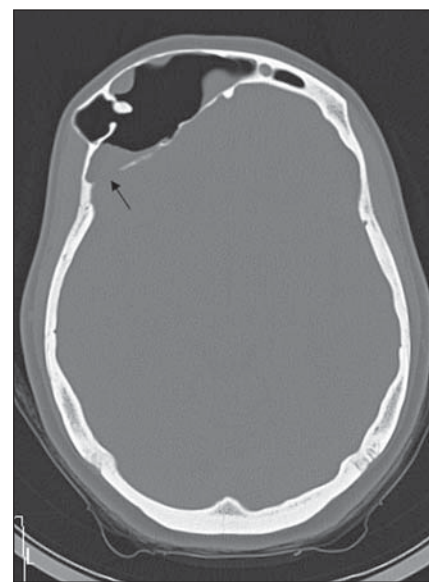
TC no plano axial, janela óssea. Pneumatização anormal do seio frontal à direita, além dos limites anatômicos habituais, associada a adelgaçamento e erosão (seta) da parede posterior sinusal. Notar material no interior da cavidade.
